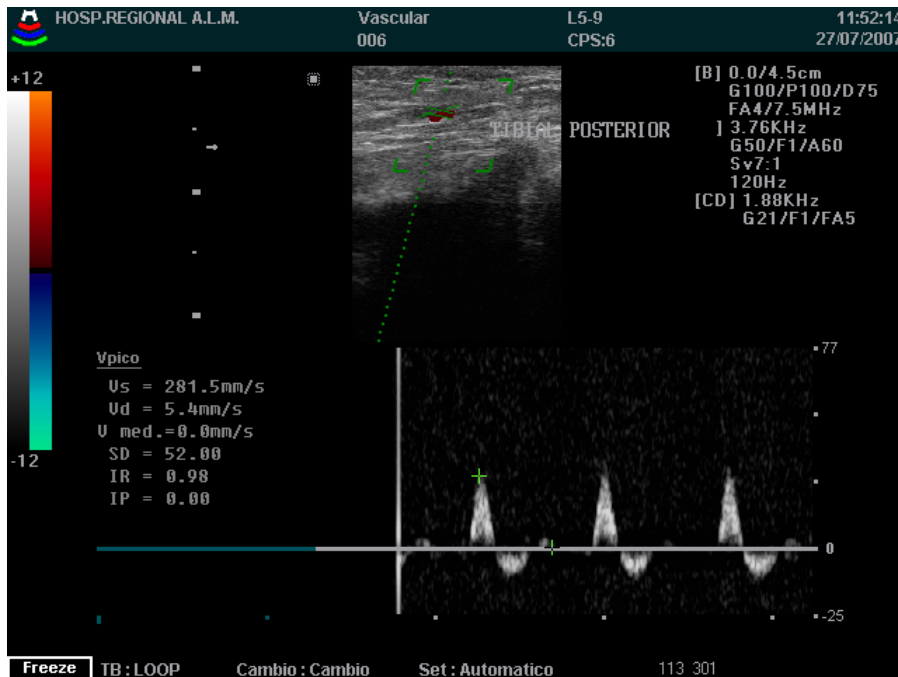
Imagen doppler color de arteria tibial posterior
